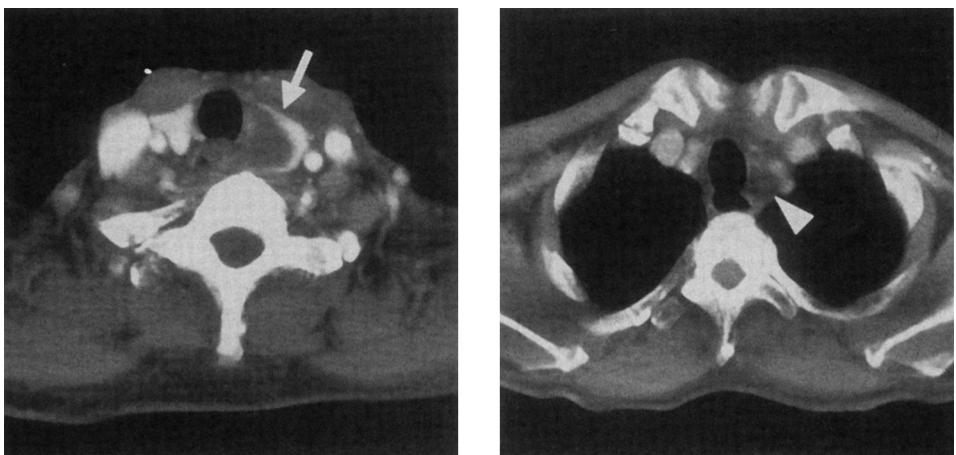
CT scan of posterior visceral abscess with mediastinitis
